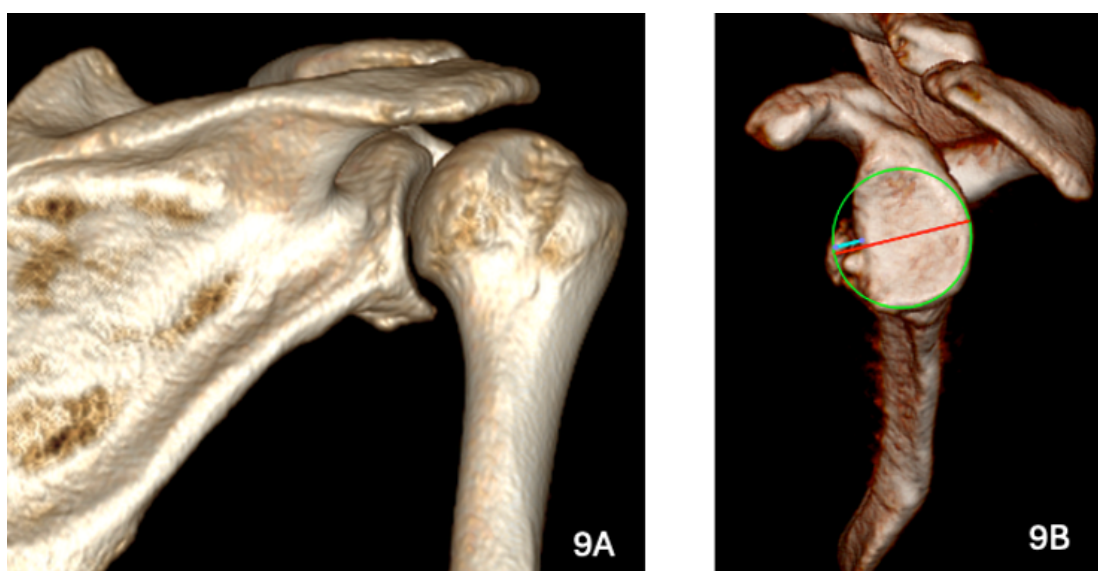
Fig 9.A Lesión de Hill-Sachs en imagen de TAC 3D. Fig.9.B Defecto óseo glenoideo en imagen de TAC 3D con supresión de cabeza humeral.
